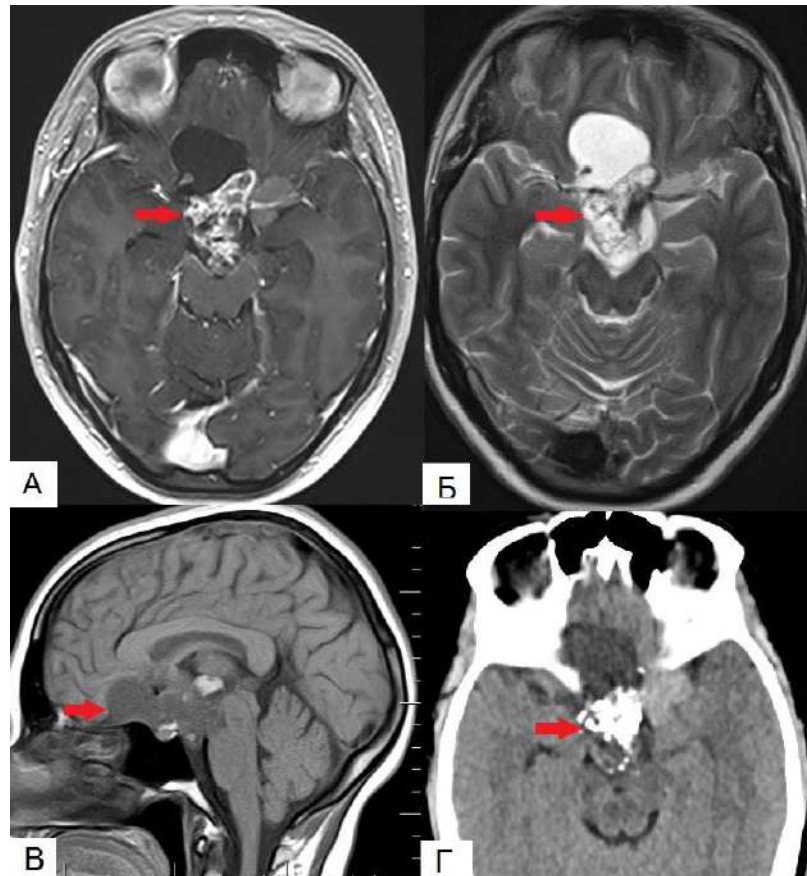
Клиническое наблюдение 1. Пациентка 21 год. МРТ и КТ головного мозга до операции - больших размеров супраселлярная многоузловая частично кистозная краниофарингиома. Красная стрелка указывает на опухоль.
